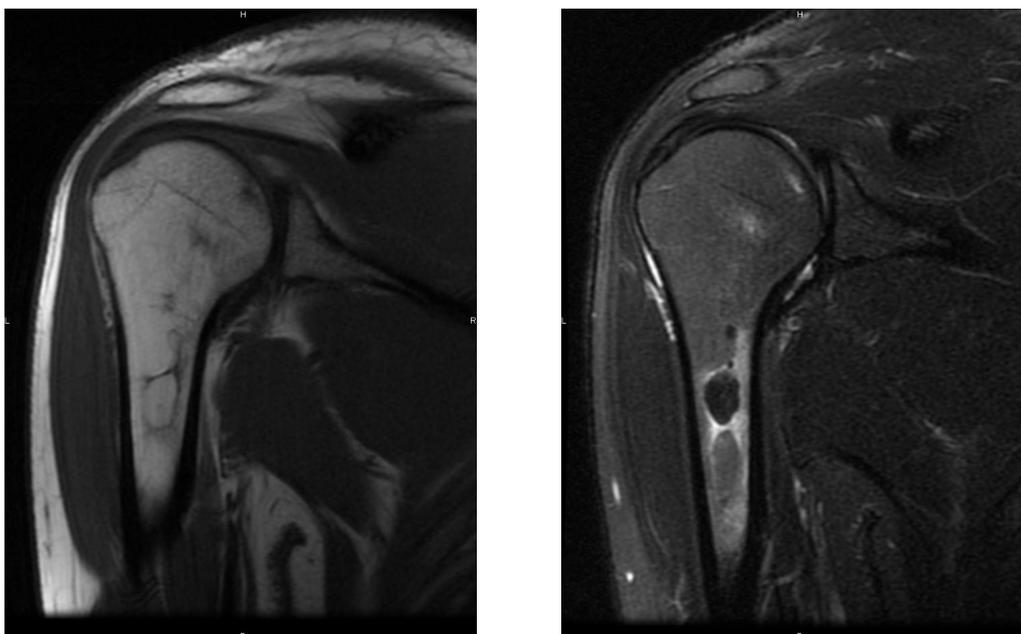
régression partielle des lésions chez le même plongeur à 1,5 an en IRM (phase 3)
